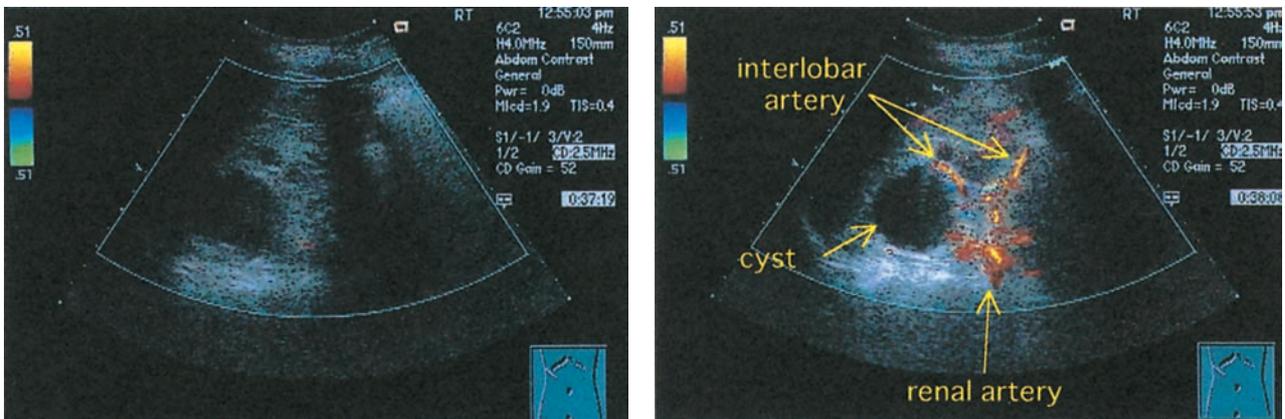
超音波造影剤によるカラードプラ像の造影効果 (後天性嚢胞化腎症例)
